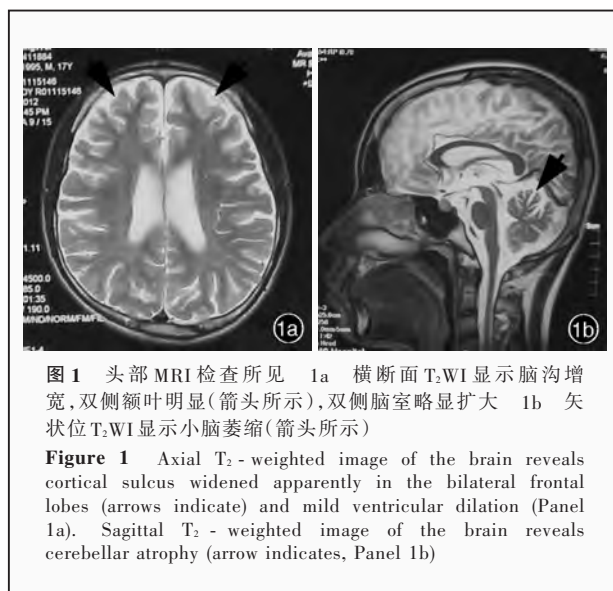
头部 MRI 检查所见 1a 横断面 T₂WI 显示脑沟增宽, 双侧额叶明显(箭头所示), 双侧脑室略显扩大 1b 矢状位 T₂WI 显示小脑萎缩(箭头所示)
